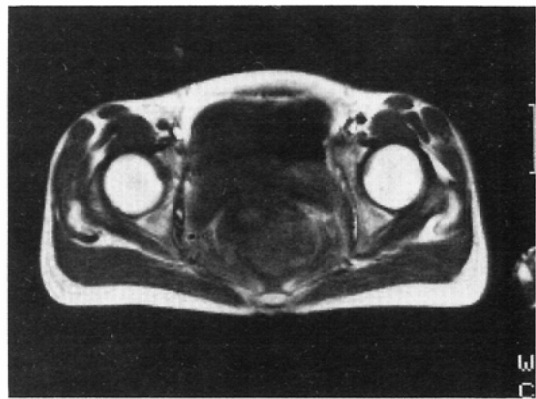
MRI patterns of avascular necrosis of the femoral head.
